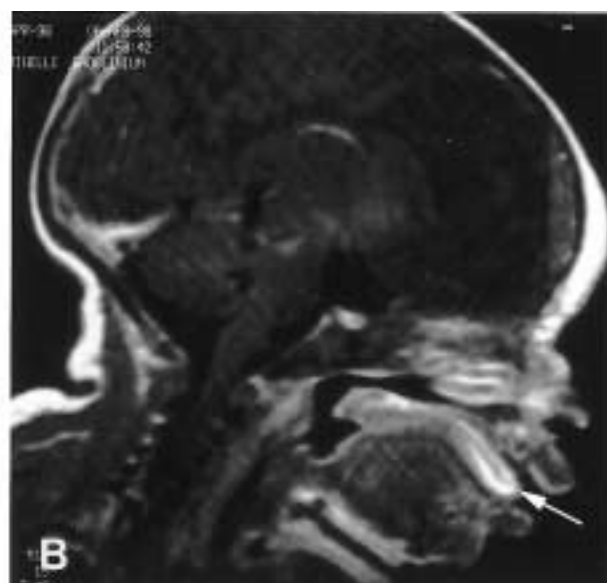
Cas n° 3 — IRM initiale en séquence T1 avec injection de gadolinium (coupes sagittales).
